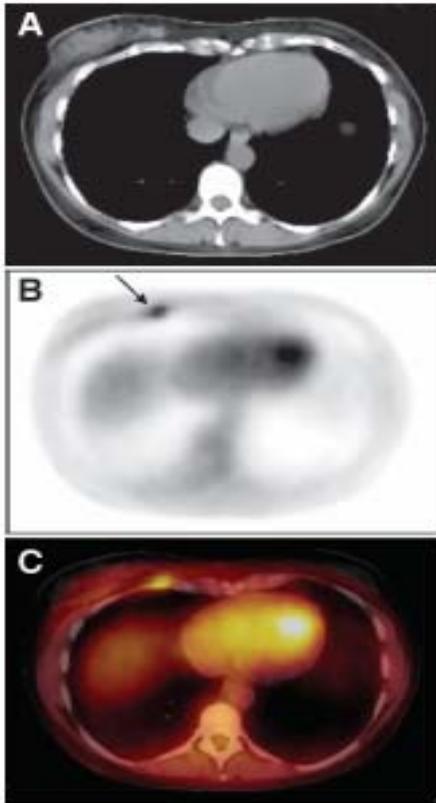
Transverse images in a 41-year-old woman with right axillary lymph node metastases (patient 17). A, CT image does not depict the primary tumor. B, PET and, C, PET/CT images depict breast cancer (arrow), which was later confirmed at pathologic examination.
